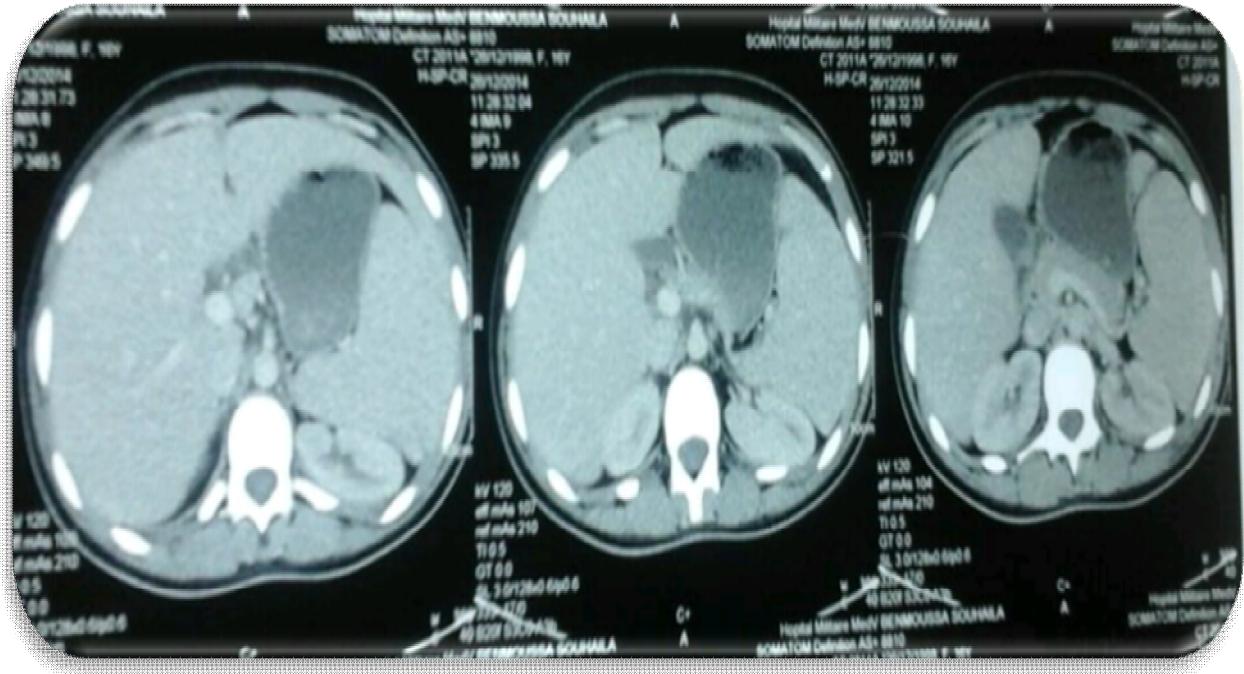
TDM abdominale (Hématologie Clinique HMIMV)
